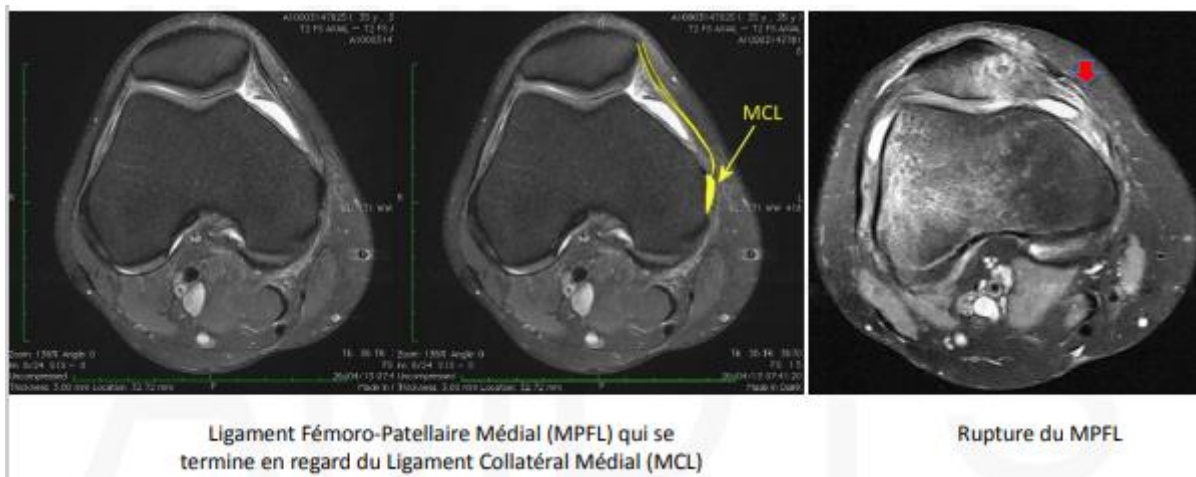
image d'IRM montrant rupture du MPFL
